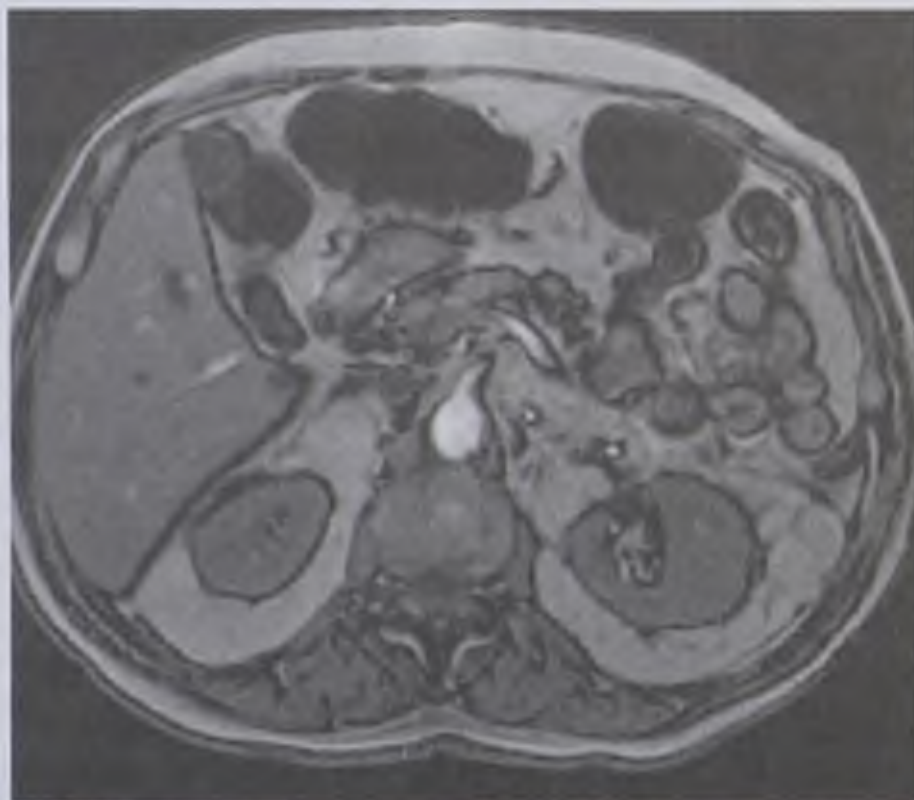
Картина магнитно-резонансной томографии брюшной полости
